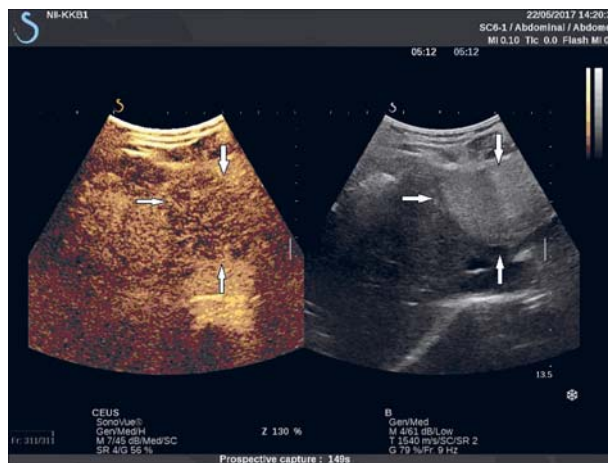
ГЦА. КУУЗИ. Эффект WASH-OUT (372 с исследования), равномерное «вымывание» УЗКП.
